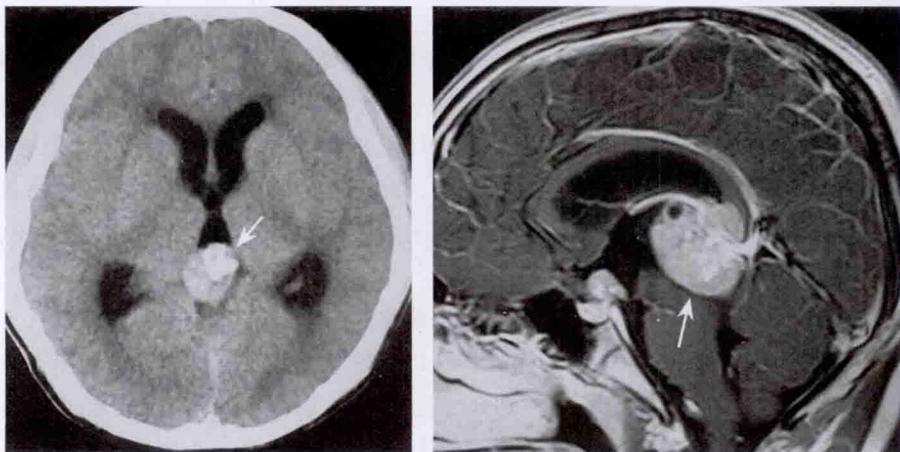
松果体生殖细胞瘤 CT(左)及MRI(右,T2WI增强矢状位)表现
